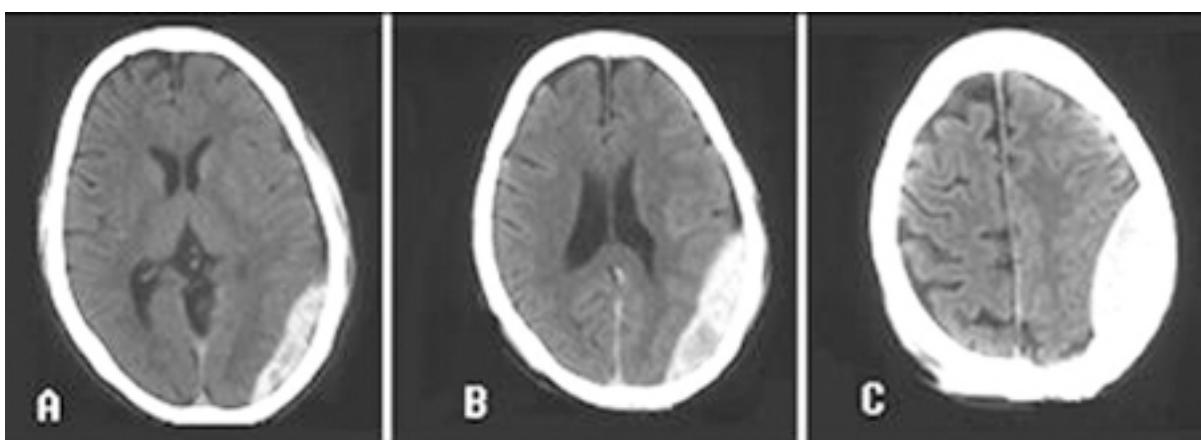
Hematoma epidural: tomografia computadorizada (TC) crânioencefálica mostrando hiperdensidade com formato lenticular entre a dura-máter e o crânio. (A-C) O mesmo paciente em níveis diferentes do crânio, (A) sendo o mais caudal e (C) o mais craniano
